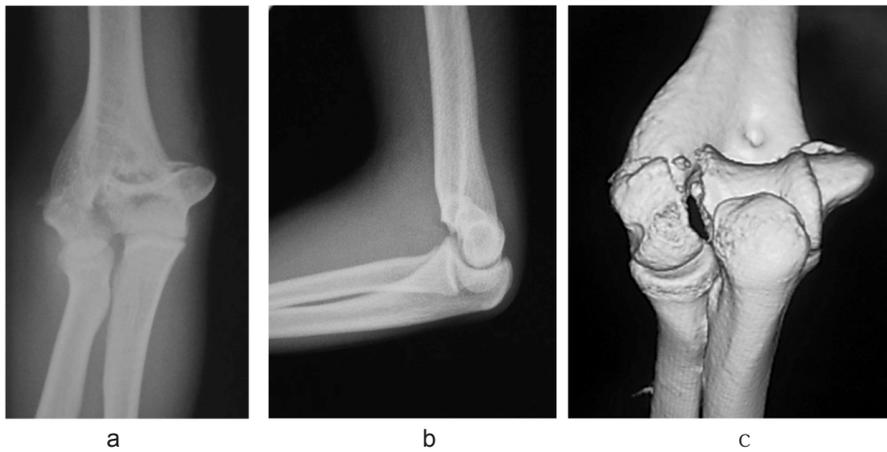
a. 術前単純 X 線写真 正面. b. 側面. c. 3D-CT.
